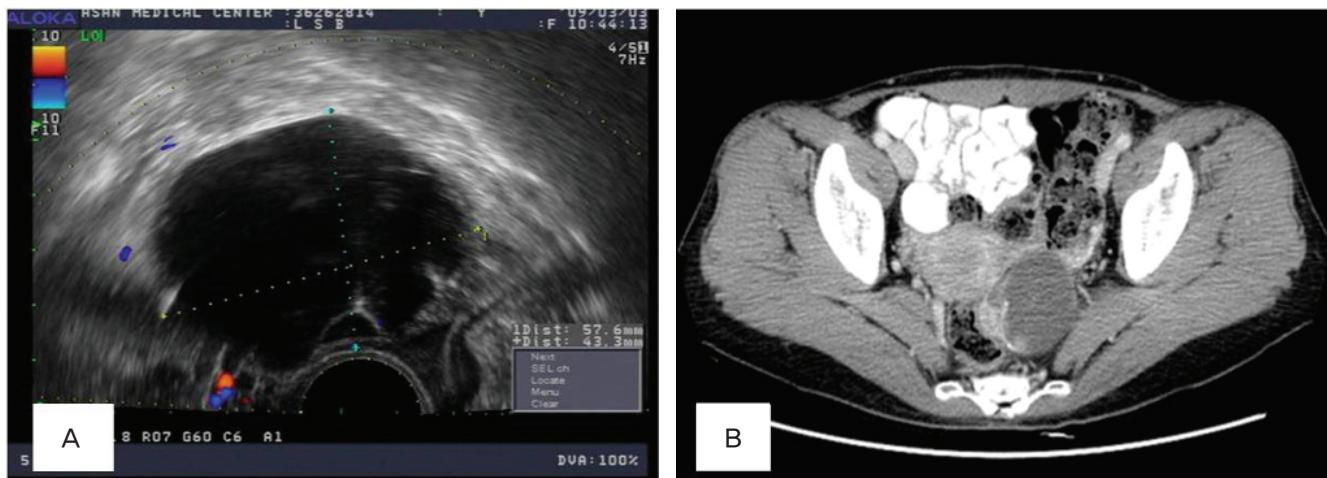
(A) Transvaginal ultrasonography shows 6×6×4 cm-sized multi-cystic tumor of left ovary. (B) Abdomino-pelvic computed tomography shows about 6.5 cm-sized multi-septated cystic mass with fat component and multifocal calcification in the left ovary.
